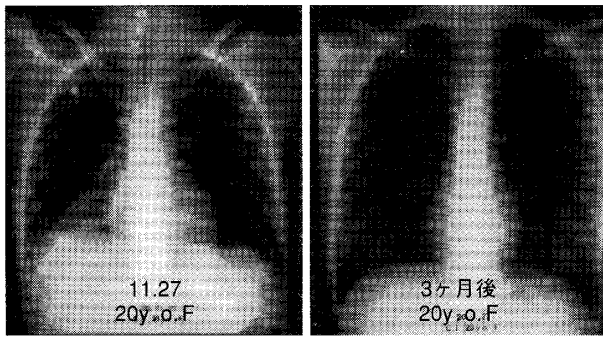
Chest radiograph shows concentration and pleural effusion on the right lower lung (:left). Chest Radiograph shows improvement (:right)
